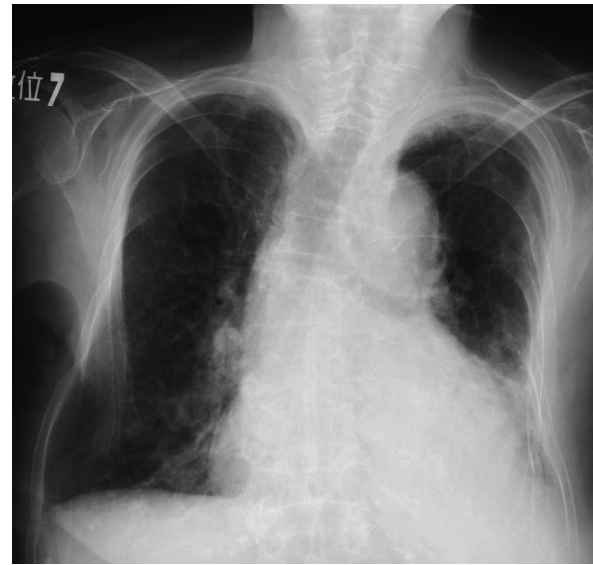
Chest radiograph on admission showing deformation of the thorax by chronic rheumatism, cardiac enlargement, and bilateral infiltration of the lower lungs
